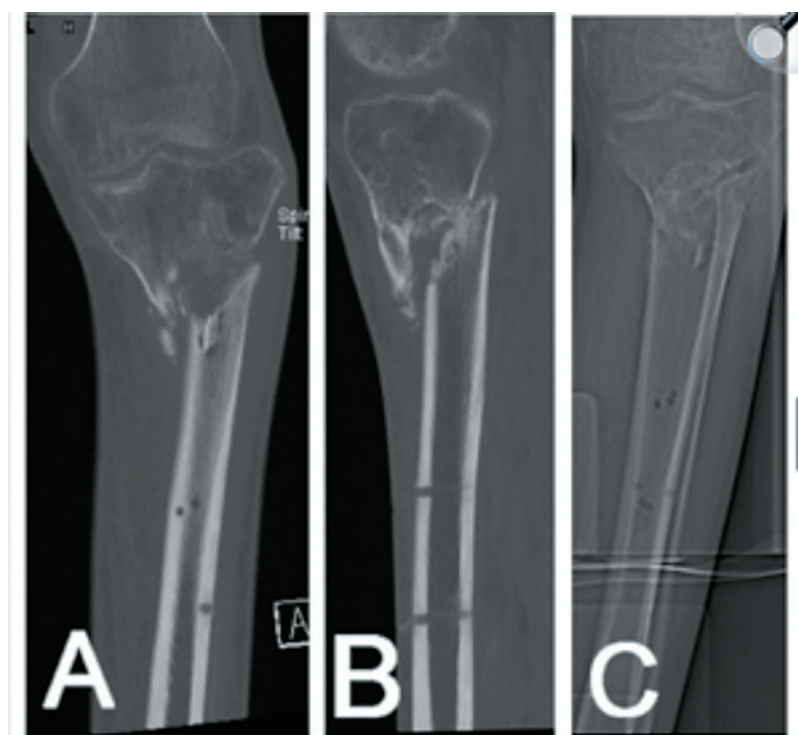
Традиционное КТ-сканирование для планирования коррекции деформации при смещенном переломе проксимального отдела большеберцовой кости — двухмерная передняя проекция (А) и боковая проекция (В), показывающие трансляцию и варусную деформацию. Сканограмма конечности того же пациента в передней проекции (С) [3]
